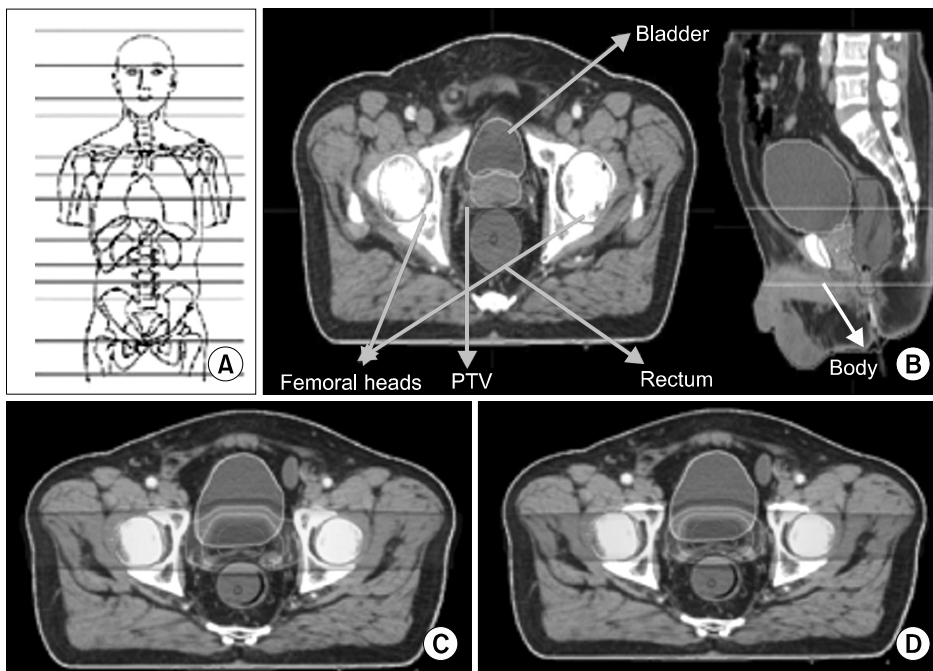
(A) The CT sim site remark for deciding the scan part. (B) Contouring of rectum, bladder, femoral heads, body, PTV. (C) The plan of double scattering mode. (D) The plan of pencil beam scanning mode.
